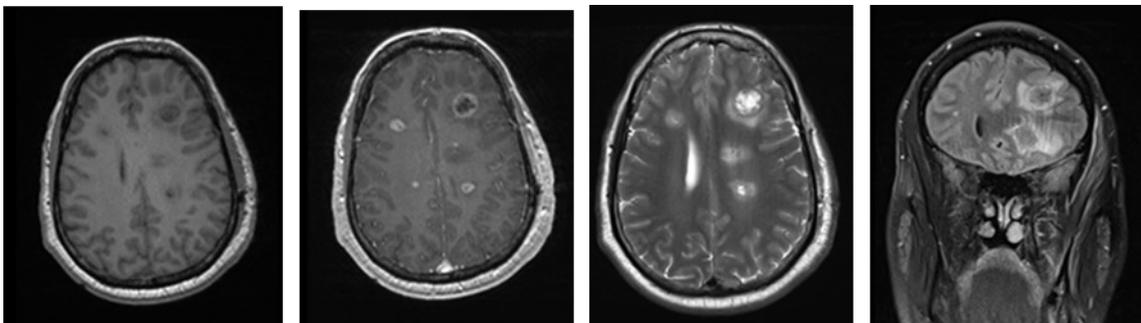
MRT-Bildgebung einer Metastase
